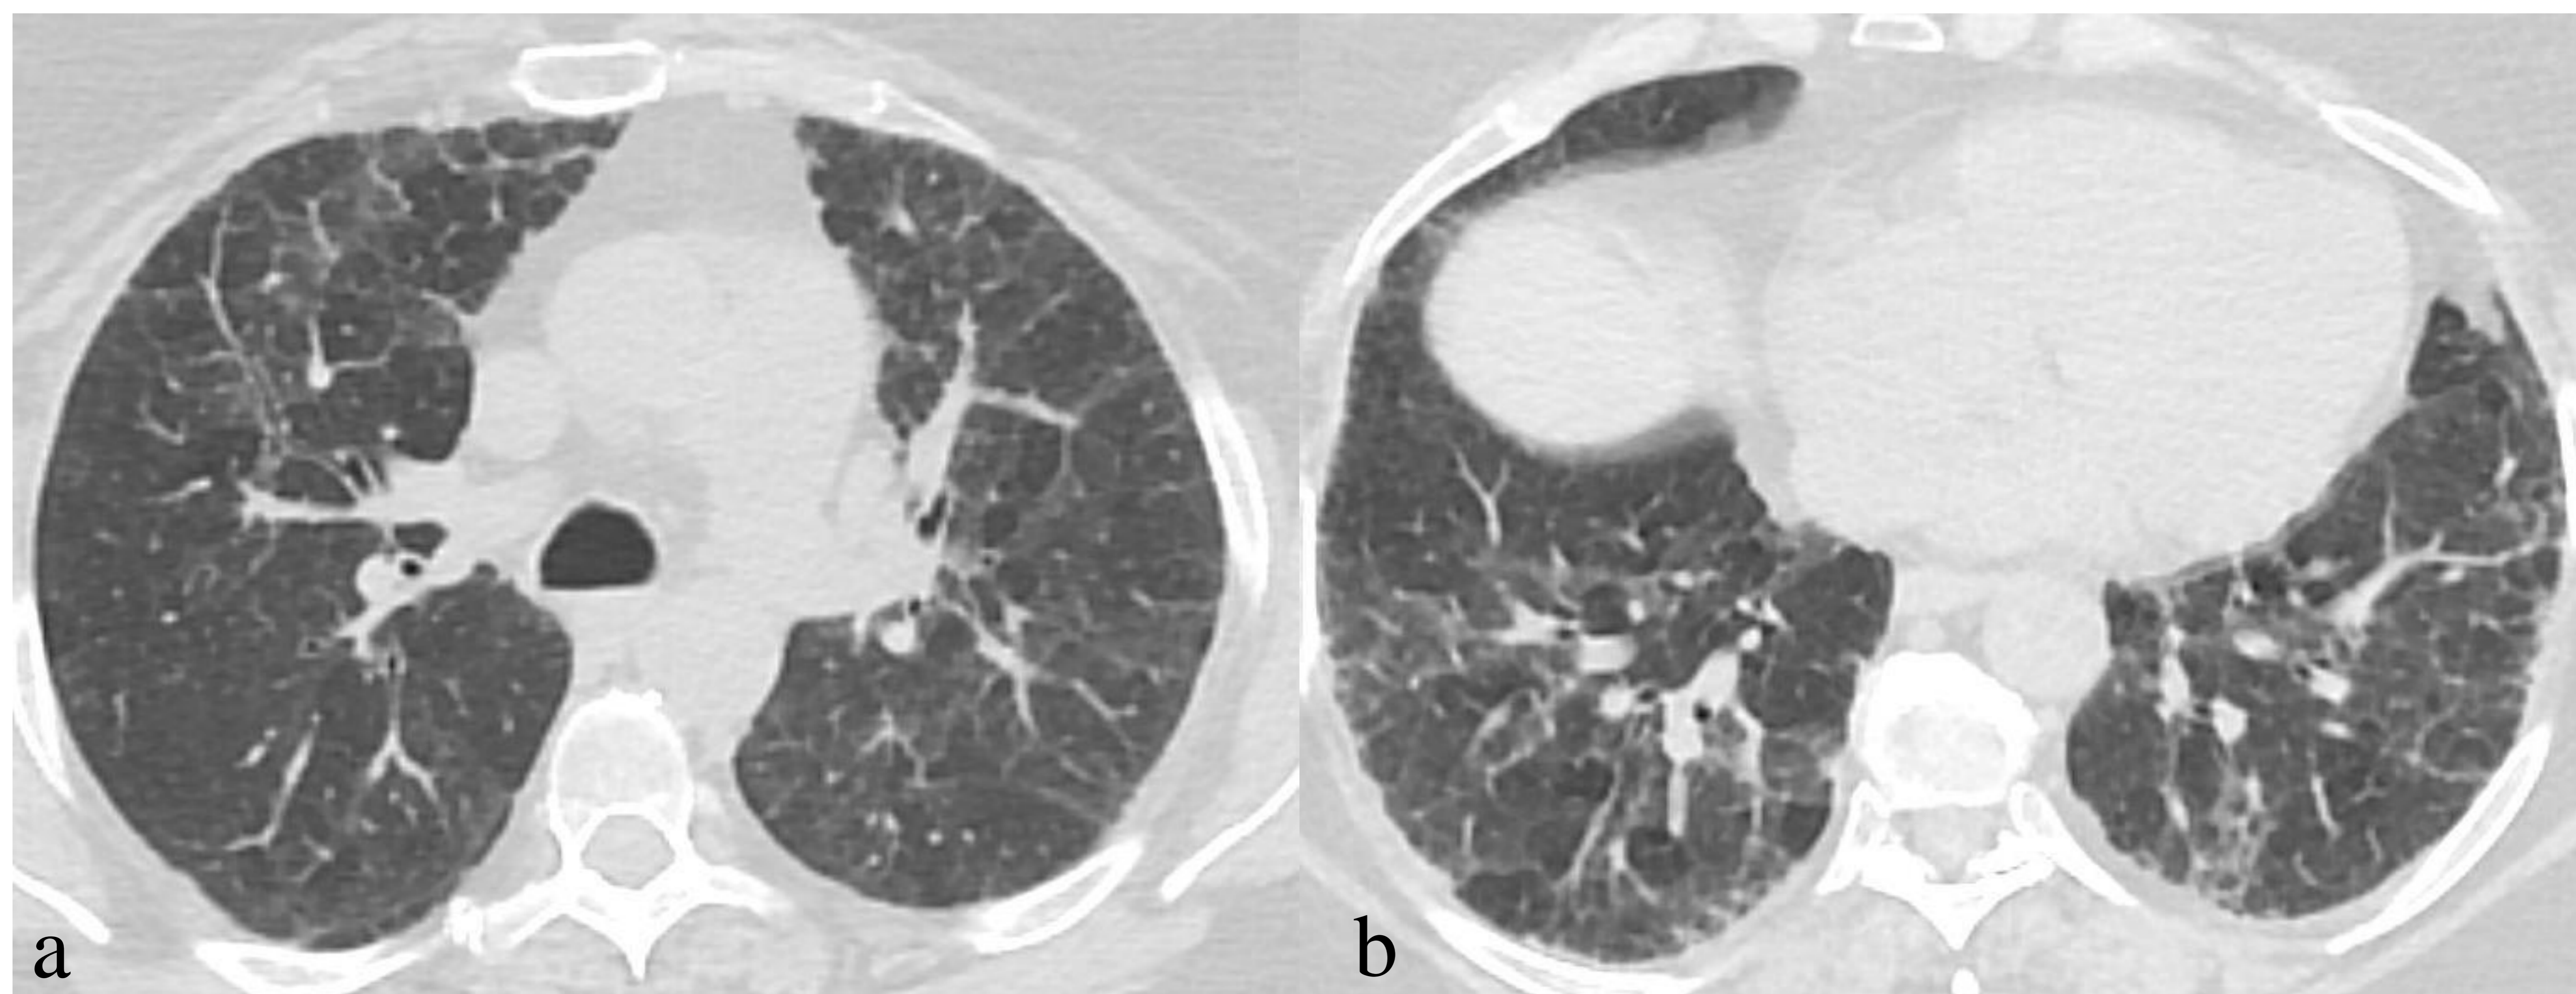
Mujer de 64 años, exfumadora. Disnea y tos tras 8 meses en contacto con un canario. En cortes axiales de TC se aprecia afectación pulmonar intersticial difusa y bilateral, con engrosamiento septal y áreas de atrapamiento aéreo junto con otras en vidrio deslustrado, sobre todo a nivel de lóbulos inferiores como se observa en la imagen b. Hallazgos compatibles con patrón típico de NH no fibrosante confirmada por criobiopsia.
